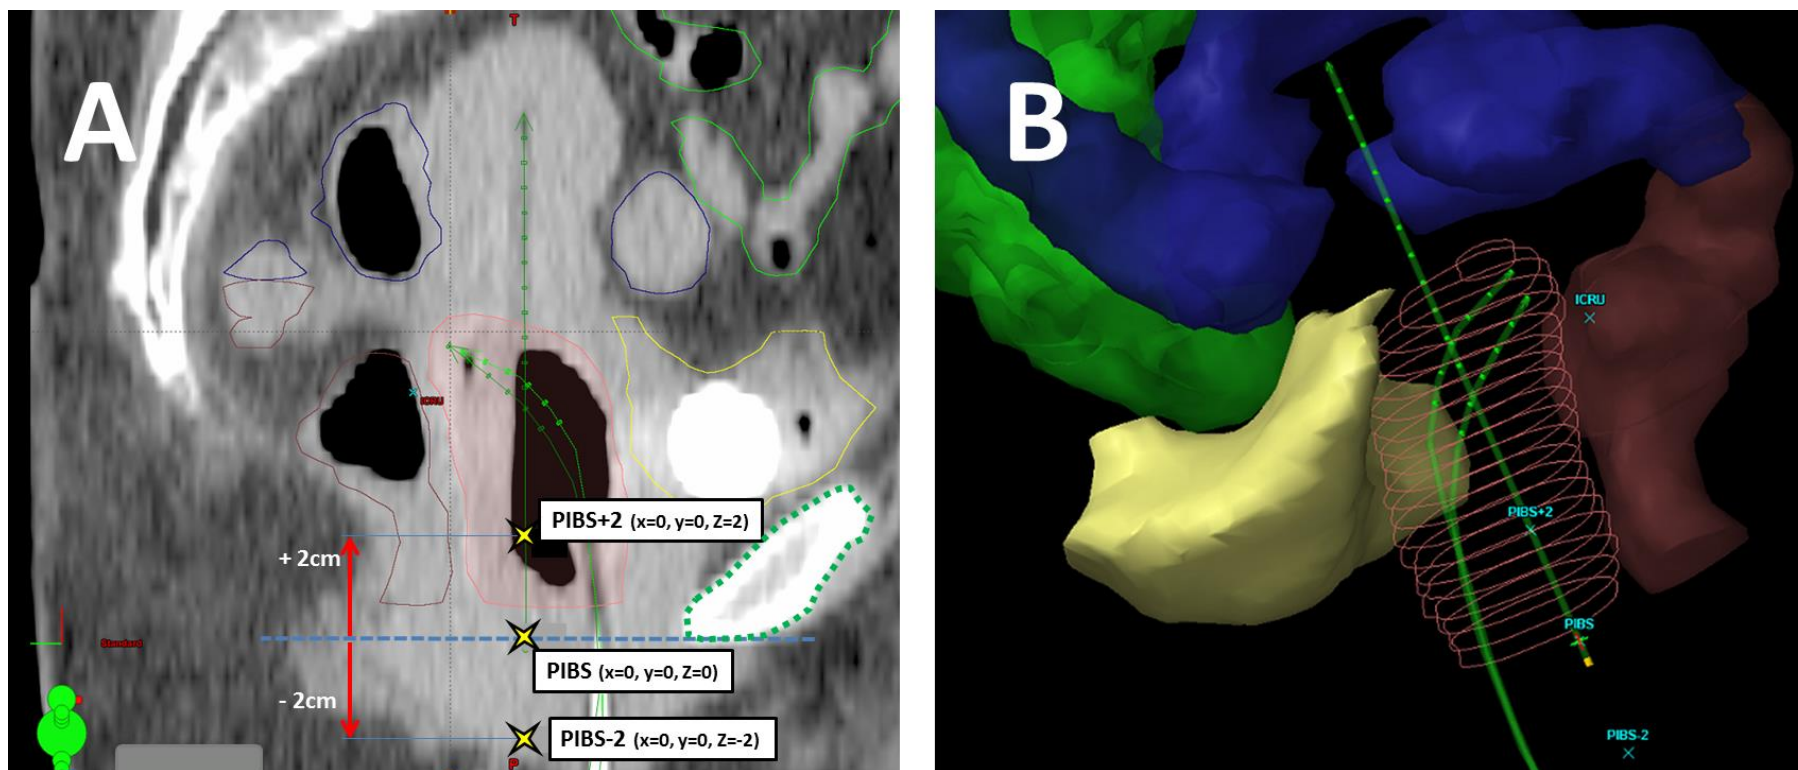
Représentation graphique des points vaginaux proposés par Westerveld et al. A : reconstruction sagittale d'une TDM de planification. B : représentation en 3 dimensions [181].
